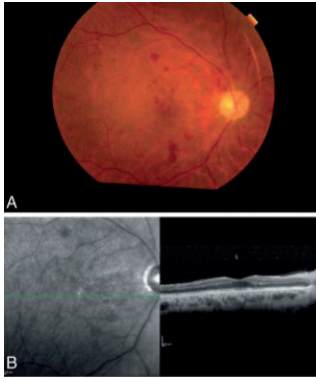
A: Fotografia do fundo após 1 mês de radioterapia curativa em paciente mostrando disco óptico pálido com margens claras e resolução de hemorragias retinianas. B: Tomografia de coerência óptica evidenciando infiltrados nasais da fóvea. Nagpal et al. (22).
